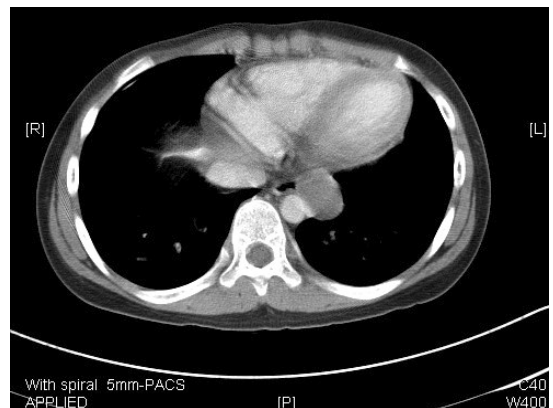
Computed tomography(CT) scan without contrast enhancement showed a round, homogeneous mass(2.9*2*2.5 cm) with 20-50 HU. The mass was located in the posterior mediastinum, adjacent to the esophagus, and was not enhanced on contrast enhanced CT scan.
